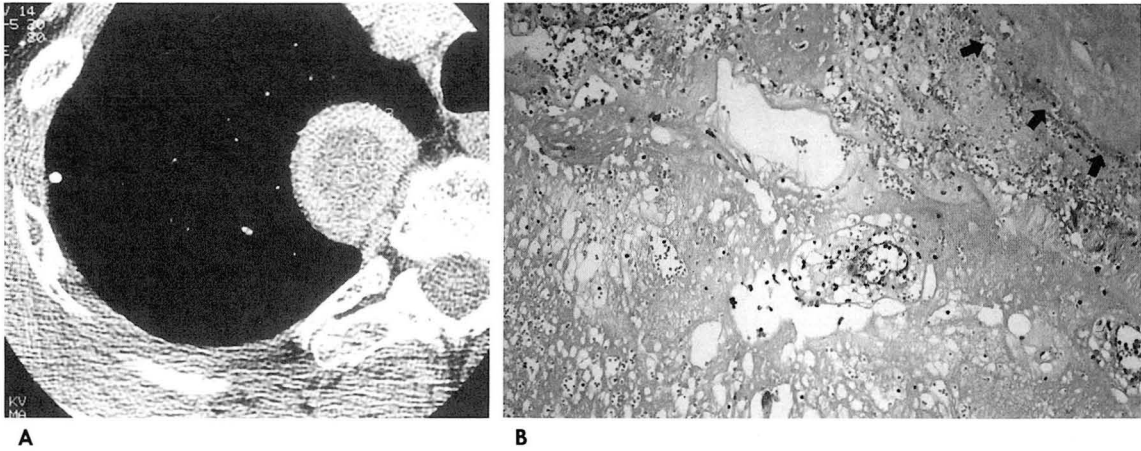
A. Post contrast CT scan of the chest shows a round mass with central low and peripheral rim enhancement at the right paravertebral area.
